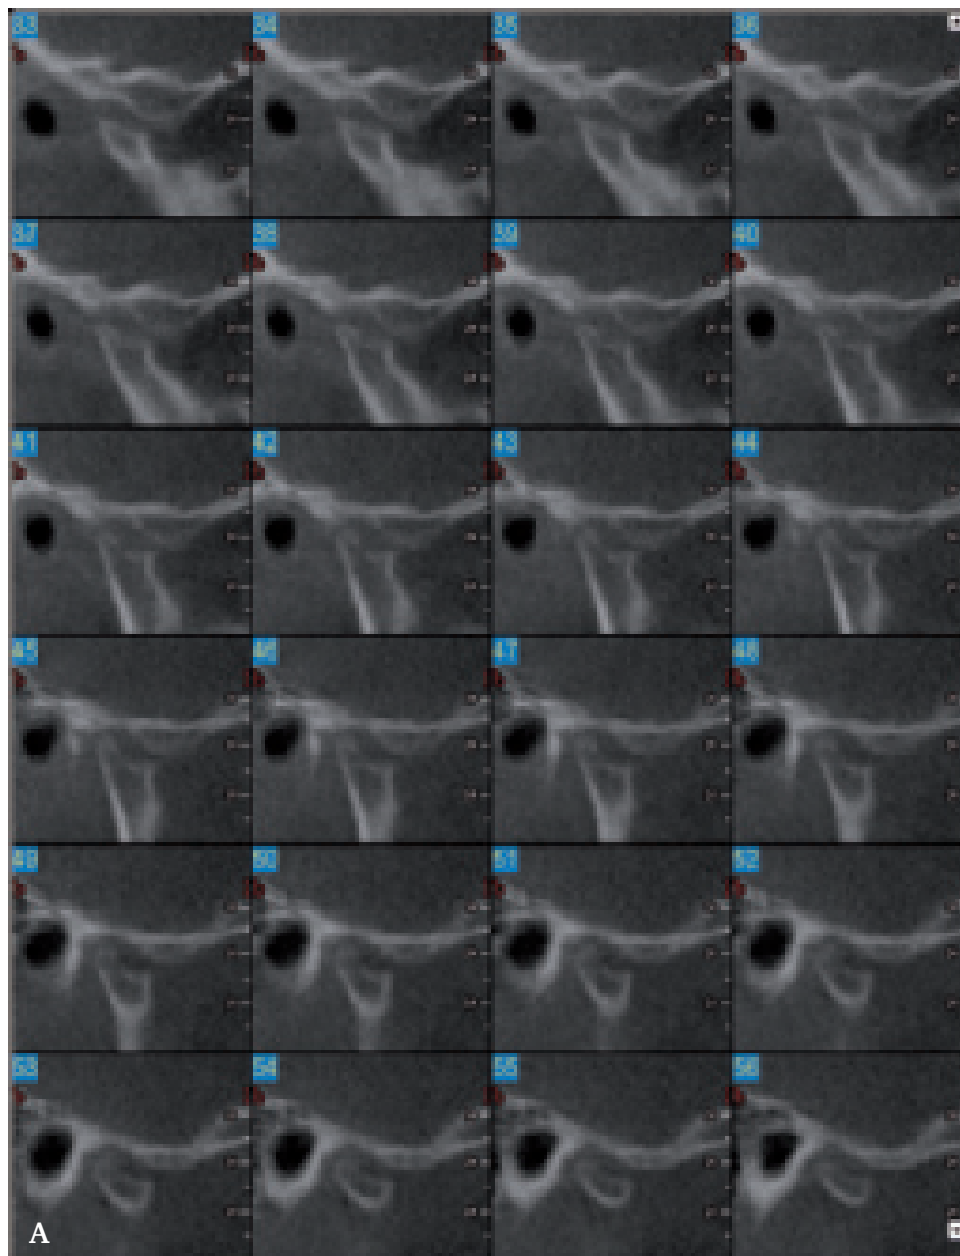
CBCT-billeder til lejringsbestemmelse af retineret 43.
